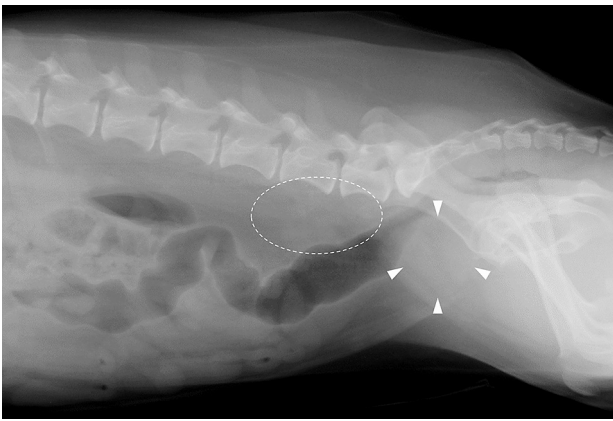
下腹部の右側臥位X線像。前立腺の腫大(矢頭)と直腸の背側変位、内腸骨リンパ節(点線)の腫大が認められた。
